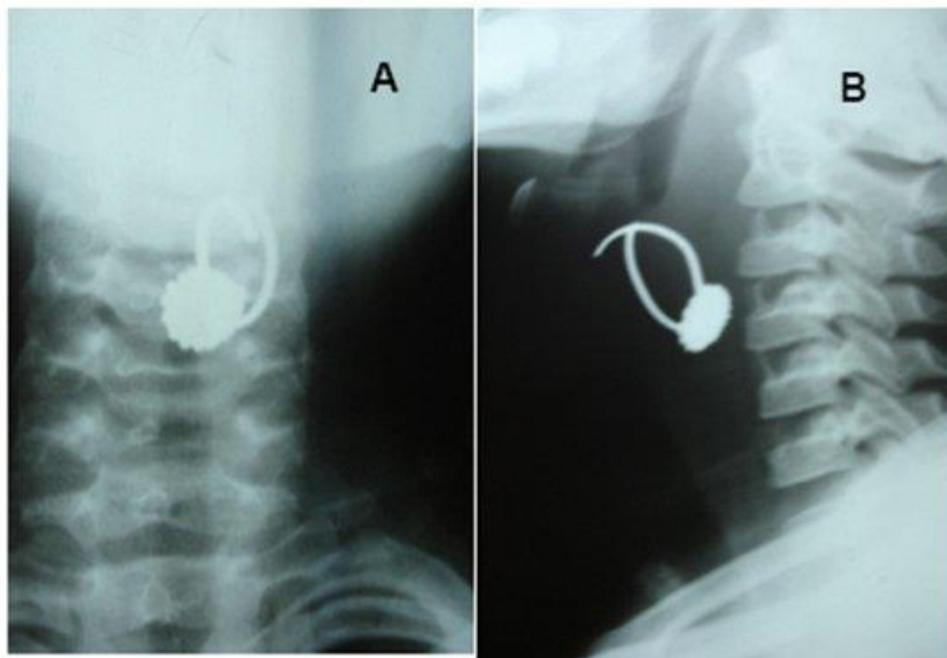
Рентгенограмма инородного тела гортани. А – вид спереди; В – вид сбоку.
